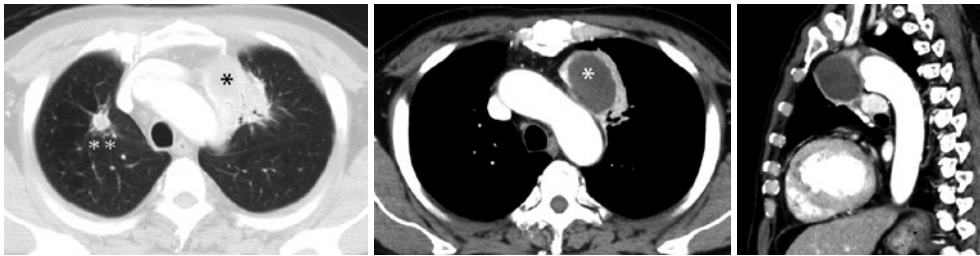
左上葉切除術前の胸部造影CT検査。*：左肺上葉に径50 mm 大の腫瘤を認め、大動脈、肺動脈と接している。：右肺上葉に径13 mm の結節を認める。
